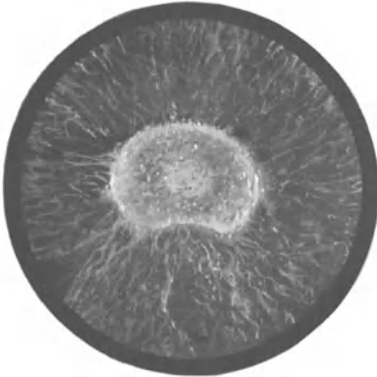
Röntgenkatarakt (linkes Auge). Subkapsuläre Vakuolen, Farbenspillern, scheibenförmige Trübung am hinteren Linsenpol.
